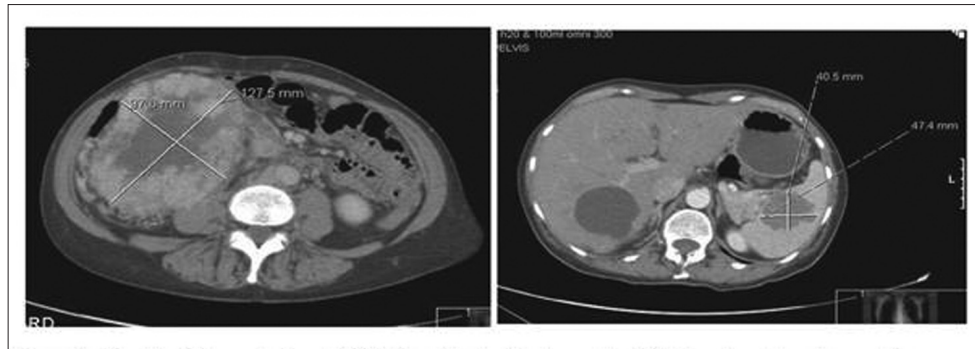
Клинический случай 2. Исходная КТ-грамма (март 2009 г.). Неоперабельная опухоль правой почки с метастатическим поражением селезенки
